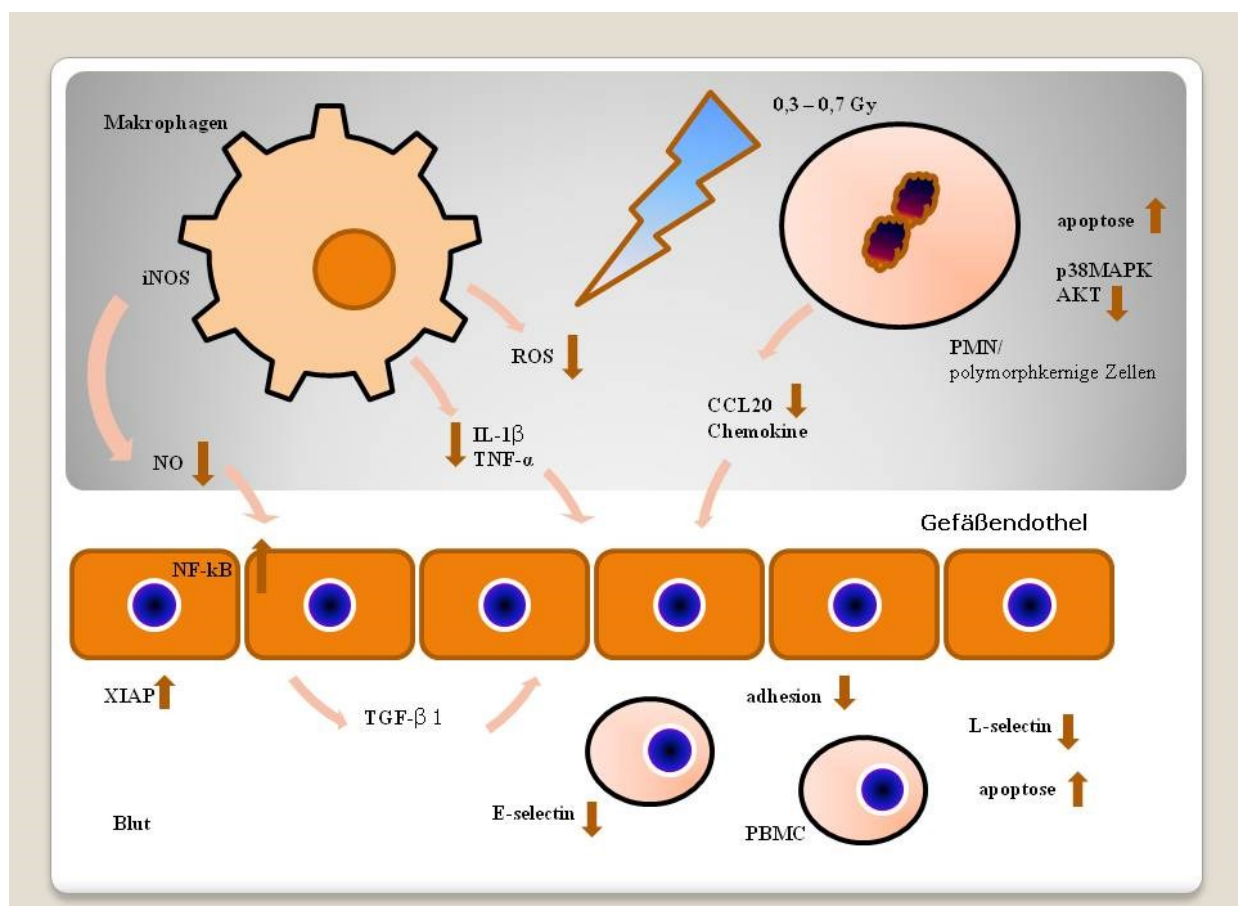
Immunmodulatorische Eigenschaften und molekulare Effekte bei entzündlichen Erkrankungen niedrig dosierter Röntgenbestrahlung, entnommen und adaptiert aus: (Rodel et al. 2012)
